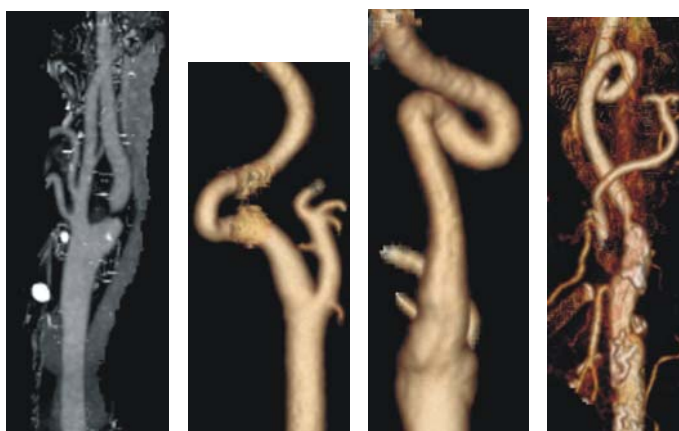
Аномалии ВСА, нуждающиеся в хирургической коррекции: а – субтотальный стеноз, б – S-образная извитость, в – петлеобразование, г – сочетание стеноза и петлеобразования (Отделение КТ и МРТ ФГУ «ЦКБ с поликлиникой» УД Президента РФ).
